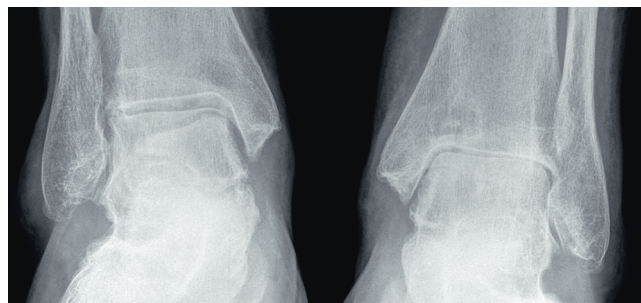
Рентгенография голеностопных суставов в прямой проекции: сужены щели голеностопных суставов, больше слева; суставные поверхности ровные; остеофиты на краях суставных поверхностей; субхондральный остеосклероз в левом голеностопном суставе. Заключение: остеоартрит голеностопных суставов 2-й стадии справа и 3-й стадии слева по Kellgren
